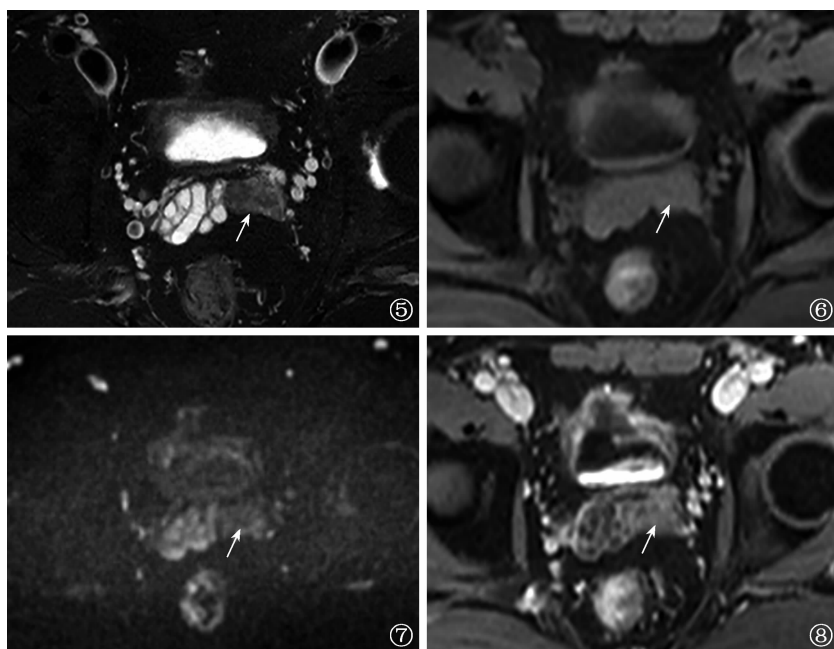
~8 患者,男,38 岁,肺结核、精囊腺结核。肺部 CT 提示右肺中叶及右肺下叶多发钙化结节。图 5 为盆腔 T₂WI 压脂序列横断位,可见左侧精囊腺缩小,正常精囊腺多房样高信号影消失,左侧精囊腺呈低信号(白箭);图 6 为盆腔 T₁WI 压脂序列横断位,可见左侧精囊腺缩小,呈等信号(白箭);图 7 为盆腔 DWI(B=800 s/mm²)横断位,可见左侧精囊腺低信号(白箭),提示无弥散受限;图 8 为盆腔 T₁WI 压脂序列增强扫描横断位,可见左侧精囊腺轻度强化(白箭)
